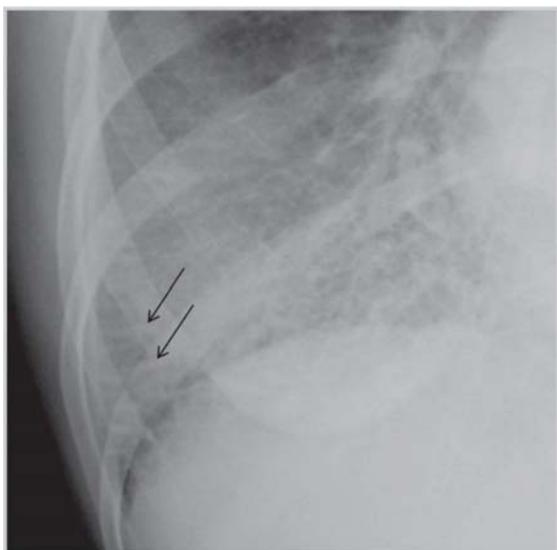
Magnificación de la radiografía anterior: Líneas B de Kerley: Flechas.
